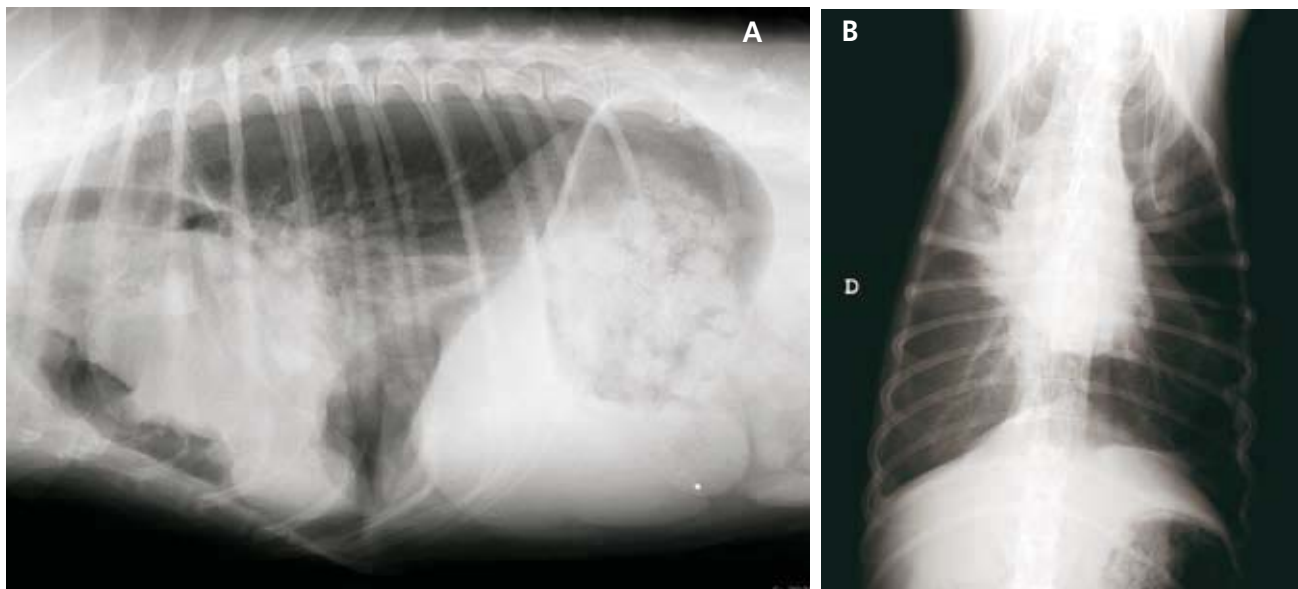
A: Radiografía lateral derecha y B: ventrodorsal de tórax. D: Derecha.
